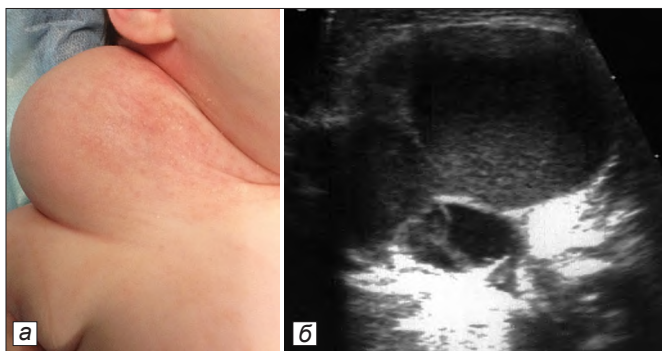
Макрокистозная многокамерная лимфатическая мальформация правого надплечья: *а* – внешний вид ребенка; *б* – УЗИ.
